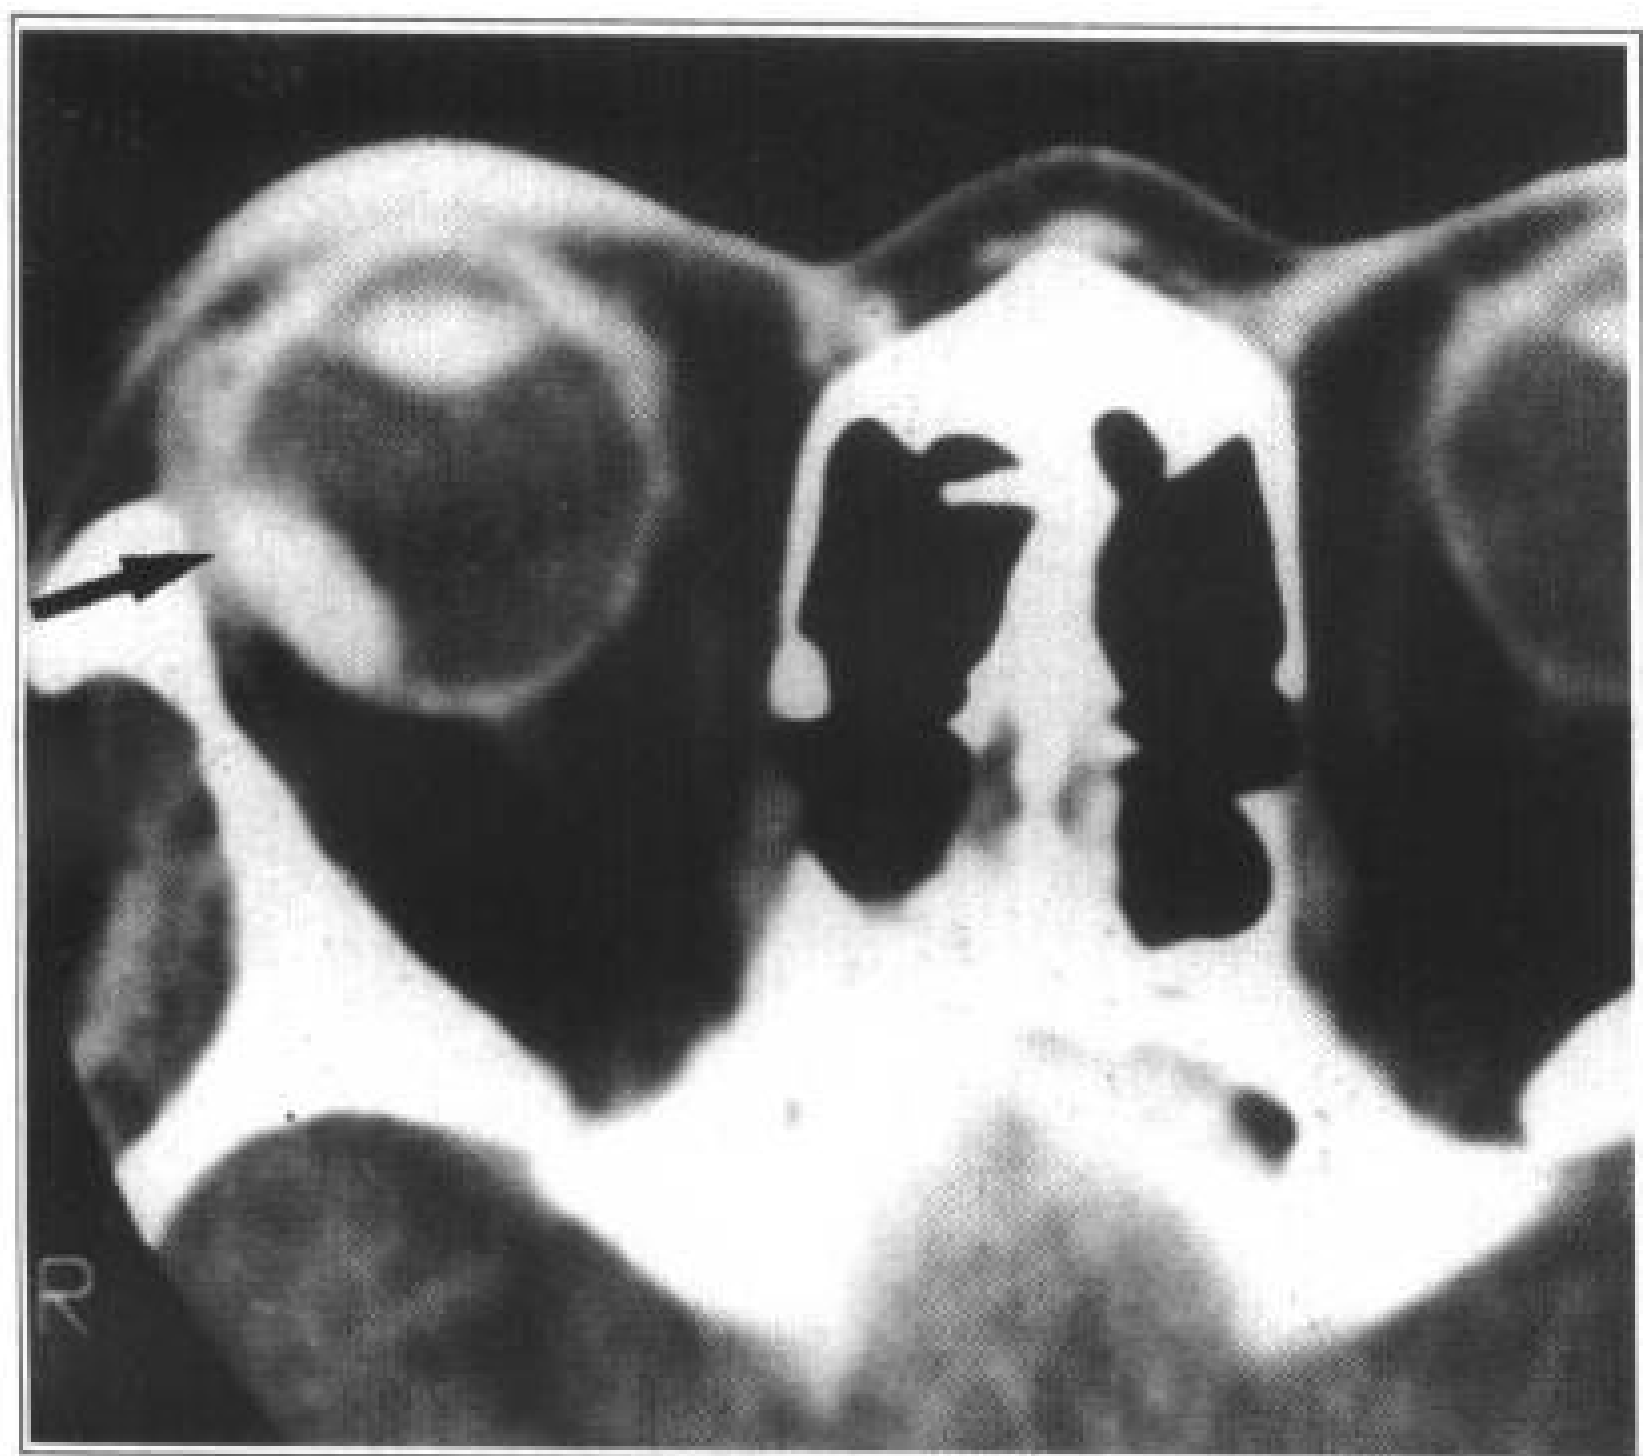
右眼球黑色素瘤 (↑)，轴位 CT
